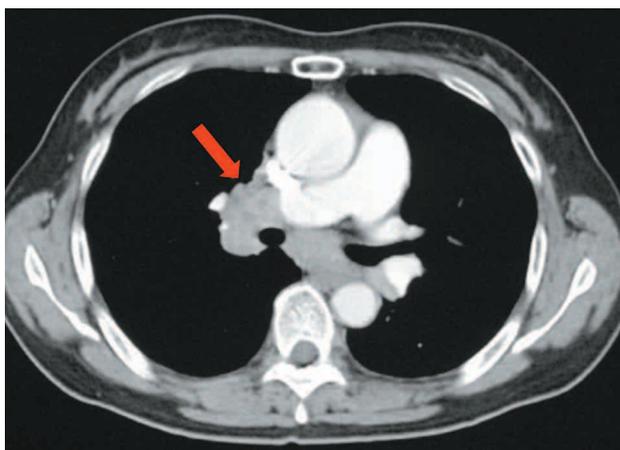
胸腹部造影CT所見。両側肺門，縦隔リンパ節腫脹を認めた。肺野には明らかな異常陰影を指摘できなかった。
